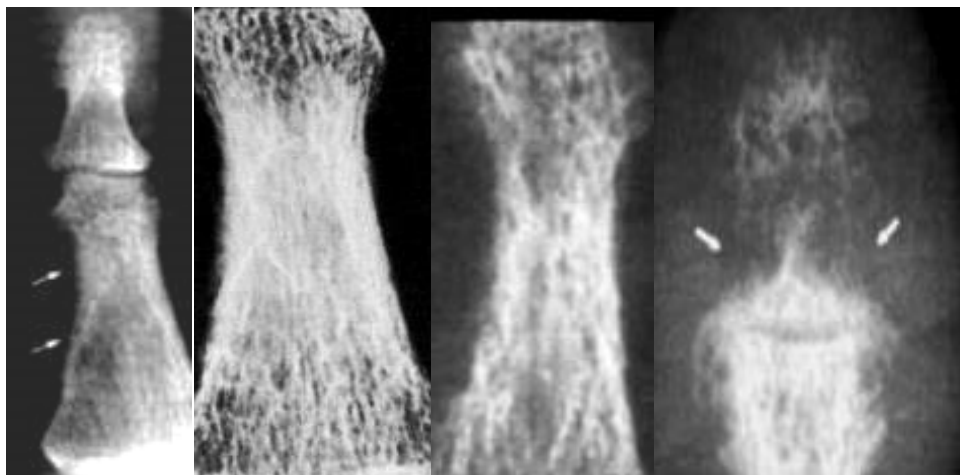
Фрагменти рентгенограм у прямій проекції різних пацієнтів зі збільшенням. Субперіостальна резорбція (як прояв фіброретикулярної перебудови) і остеолізис нігтьової фаланги – в кістках кисті у хворих гіперпаратиреоїдною остеодистрофією (хвороба Recklinghausen), переважно по радіальних поверхнях середніх фаланг (специфічна ознака), визначаються дрібні крайові дефекти кісткової тканини, аж до розсмоктування нігтьової фаланги.
